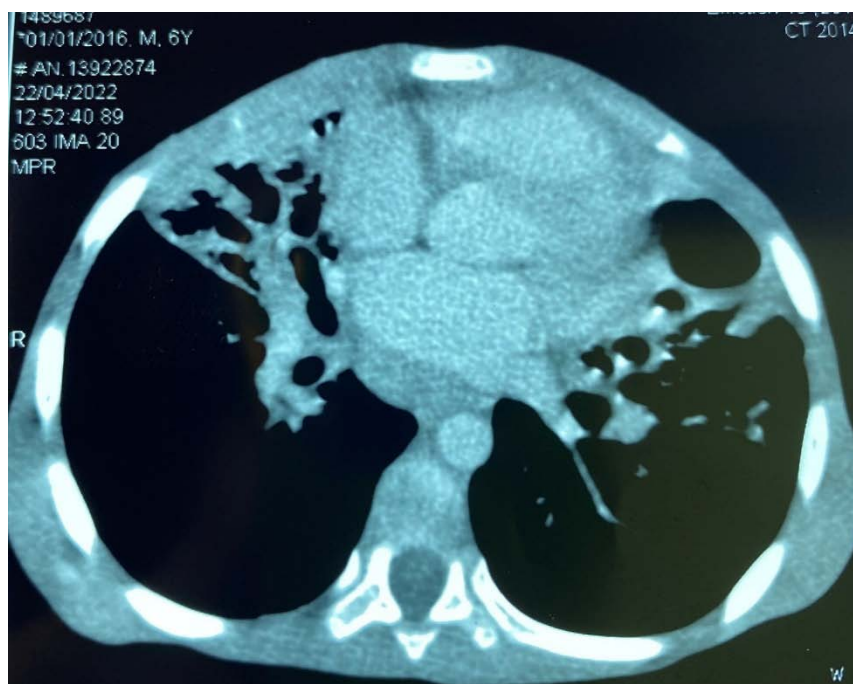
cas n° 36 : TDM thoracique montrant une dilatation de bronche kystique chez un enfant âgé de dix ans
